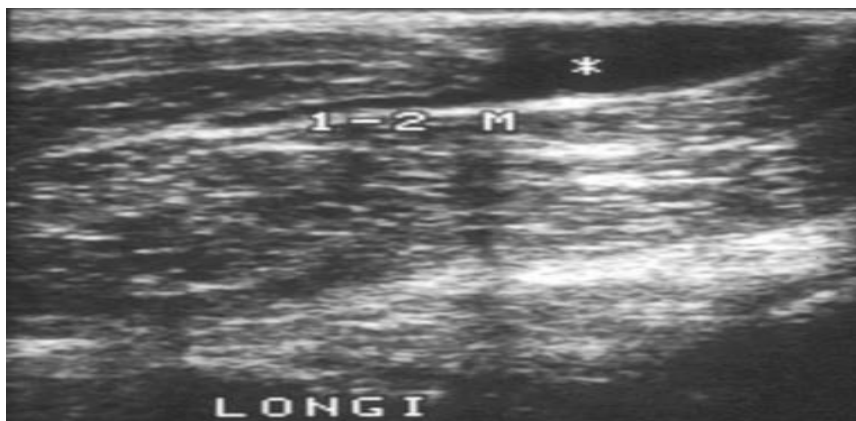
Image de rupture musculaire en échographie.
